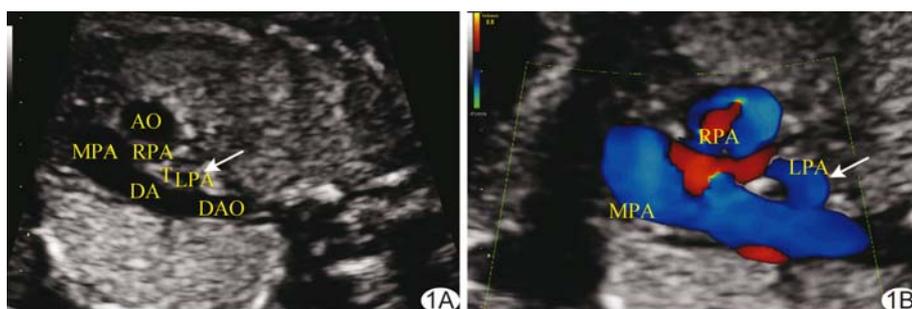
肺动脉吊带 A. 二维超声心动图显示左肺动脉起自右肺动脉(箭), 于气管后方向左绕行进入左肺; B. CDFI 可见右肺动脉血流信号进入左肺动脉(箭) (AO: 主动脉; DA: 动脉导管; DAO: 降主动脉; MPA: 主肺动脉; LPA: 左肺动脉; RPA: 右肺动脉; T: 气管)
